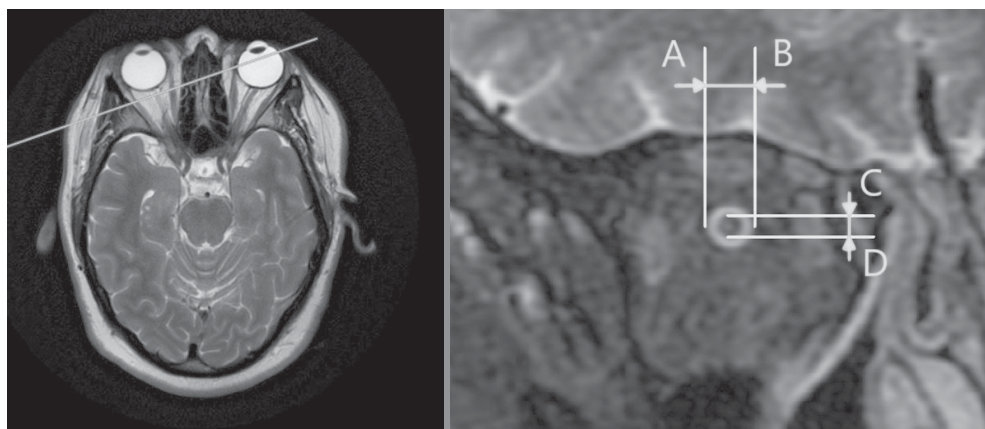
Изображение поперечного среза зрительного нерва (справа), выполненного в 3 мм за глазным яблоком, с помощью магнитно-резонансного томографа. А-В — диаметр зрительного нерва с оболочками; С-Д — диаметр зрительного нерва без его оболочек
